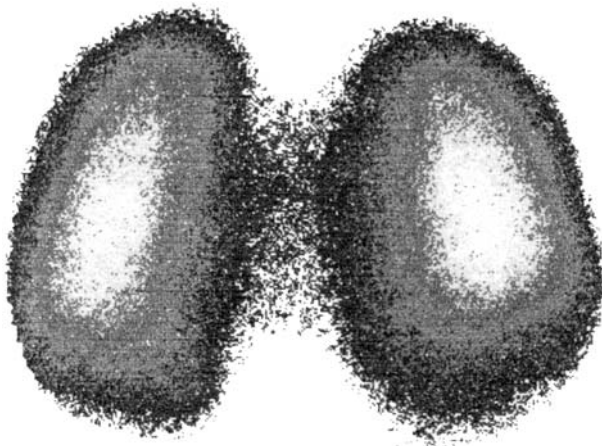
Пулмоносцинтиграмма больного Р. в задней проекции.
